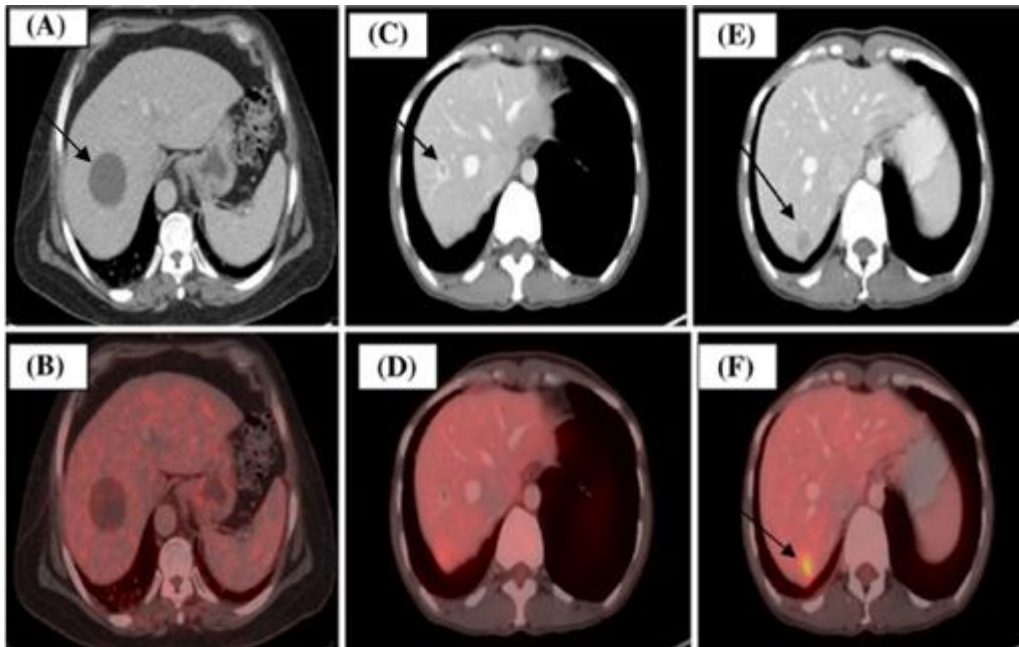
Avaliação tumoral recorrendo a imagens médicas. (A), (C) e (E) Imagens CT transaxiais; (B), (D) e (F) Imagens PET/CT transaxiais. Avaliando (A), observa-se uma grande lesão com os limites bem definidos, no lobo direito do fígado (seta). Conjugando com a avaliação da imagem (B), verifica-se que esta região não possui o seu metabolismo alterado, permitindo assim concluir, que estamos na presença de um quisto benigno. Analisando (C) e (D), observa-se uma lesão hipodensa (seta), mas sem alterações metabólicas, sugerindo a presença de um hemangioma. Observando (E) e (F), deteta-se uma lesão hipodensa (seta em (E)) com alterações metabólicas (seta em (F)), sugerindo uma lesão metastática. Adaptado de [9].
